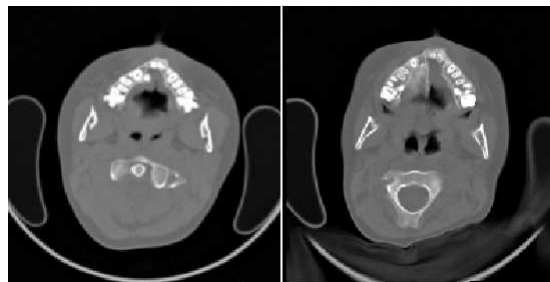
Präoperatives (Referenz, links) und postoperatives (Studie, rechts) CT Bild. Die Verlagerung des Mittelgesichts ist deutlich sichtbar.
